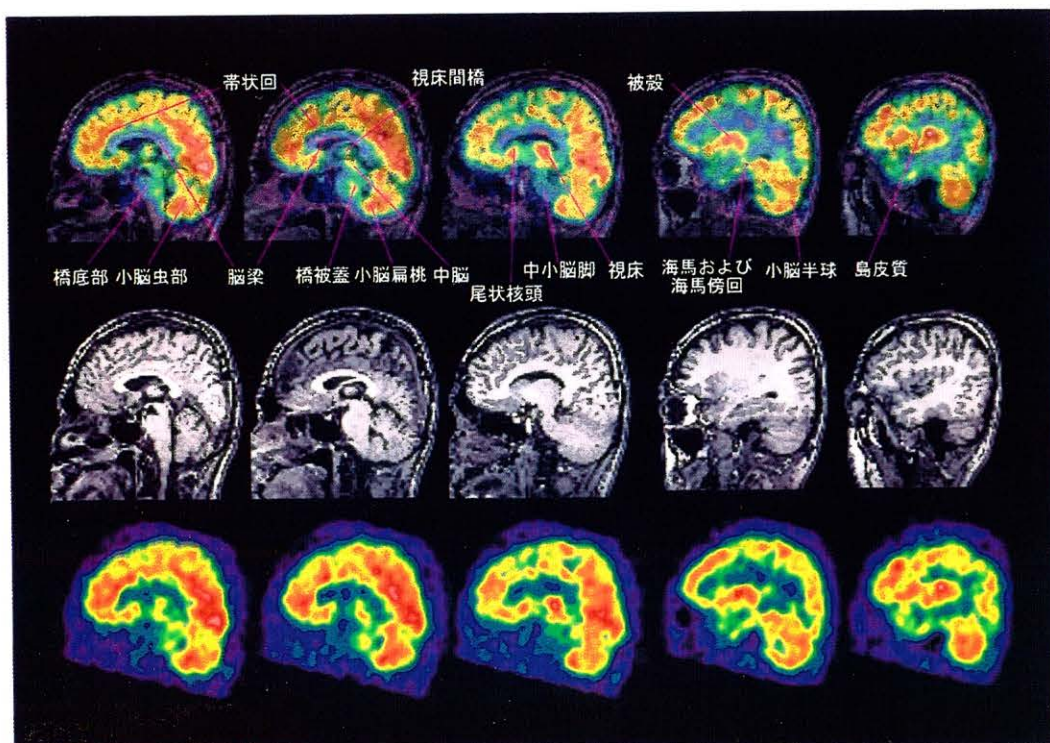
c. 正常者における脳血流 SPECT と MRI の T1 強調画像の矢状断像と機能解剖図譜.
